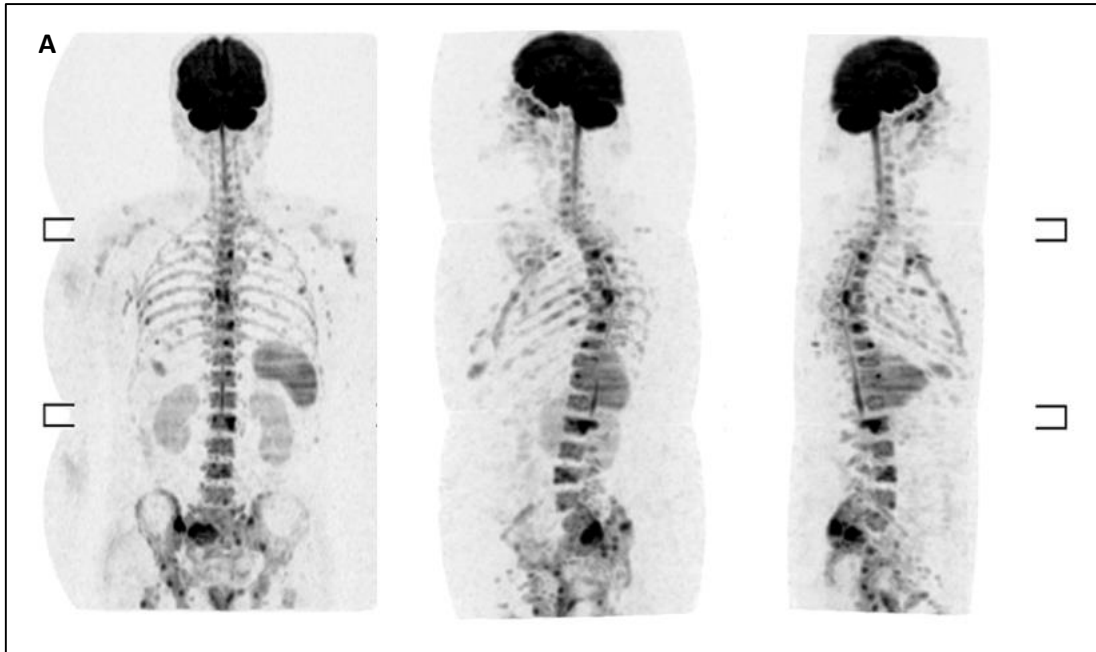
Imágenes de cuerpo entero del mapa de ADC y posterior inversión en la escala de grises de un paciente con EMR positiva por RMN-DWI A) Afectación focal y difusa al diagnóstico. B) Persistencia de lesiones focales (EMR positiva por imagen) tras el TASPE.
